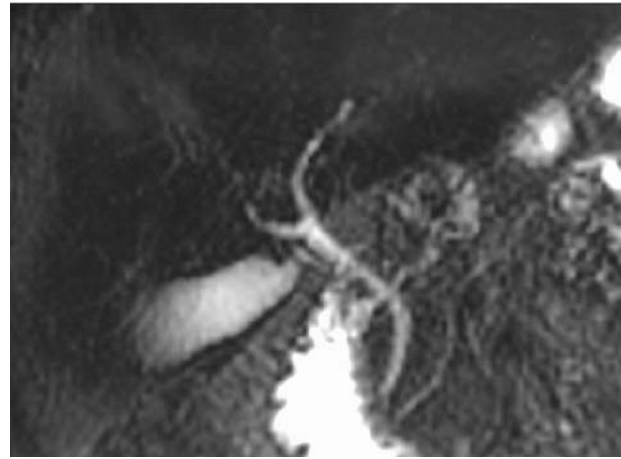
Resonancia magnética (colangiografía). Muestra la vía biliar y su bifurcación inicial que sugiere la presencia de un solo conducto hepático derecho (es necesaria la confirmación mediante colangiografía peroperatoria).
